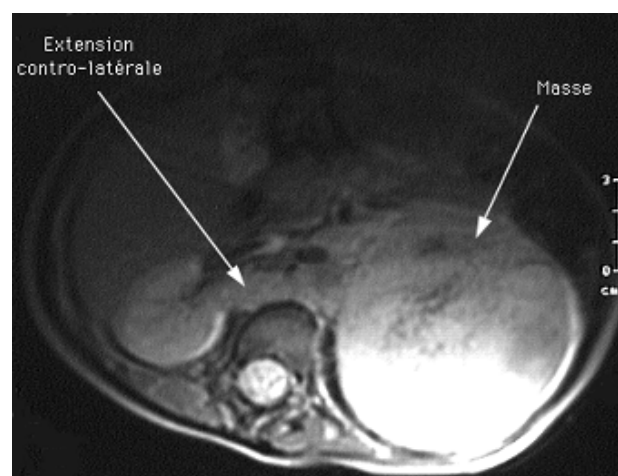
IRM en pondération T1 retrouvant un neuroblastome surrénalien gauche [77].
